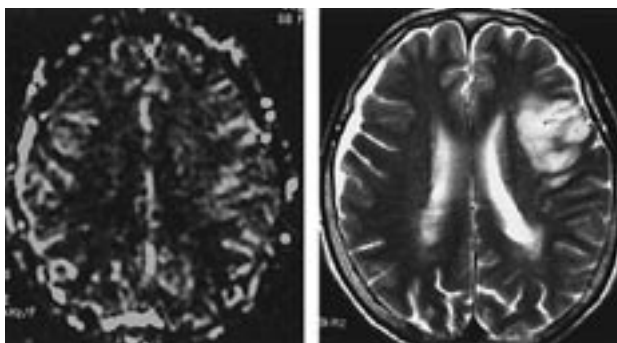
左：治療直後の perfusion MRI 像で血流の左右差が消失している。右：2週間後の MRI (T2WI) では前頭葉前部に梗塞巣を認め(術前の diffusion MRI の領域にほぼ一致する)運動性失語症は残存したが、片麻痺、感覚性失語症はほぼ改善した。
